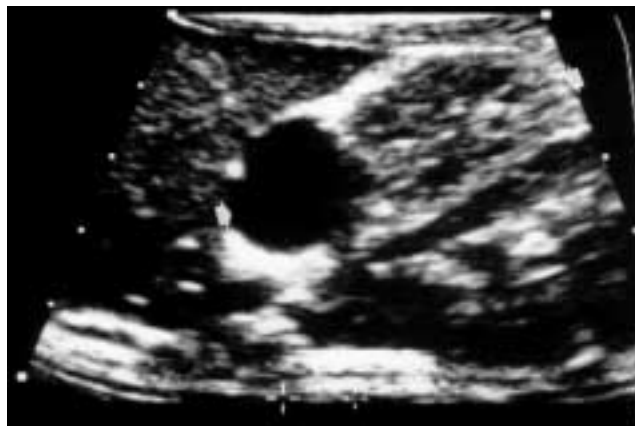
Ecografía neonatal: riñón derecho con imagen quística de 16 mm de diámetro en su polo superior.
